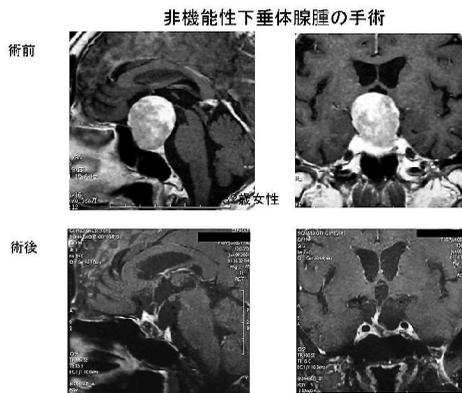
経蝶形骨洞法による下垂体腺腫の摘出。上段左:術前MRI(矢状断), 上段右:術前MRI(冠状断), 下段左:術後MRI(矢状断), 下段右:術後MRI(冠状断)。術後、腫瘍が全摘出され、下垂体が温存されていることがわかる。
